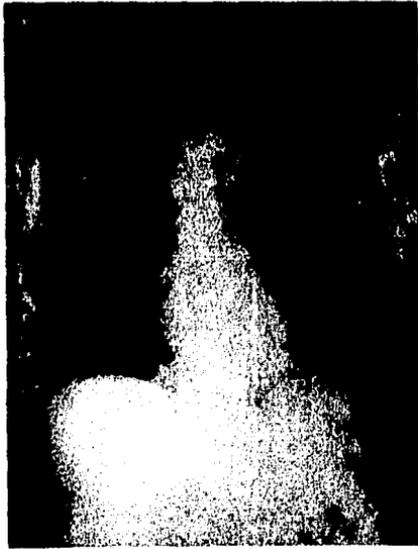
La radiografía de tórax indica la localización del catéter en aurícula derecha.
